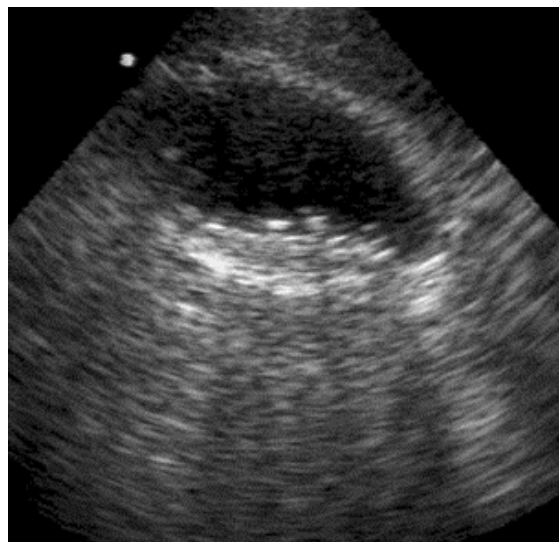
Imaginea sonografică a colecistitei cronice acalculoase: pereți îngroșați, fenomenul sludge biliar cu nivel sedimentar vizibil, hiperecogen.
